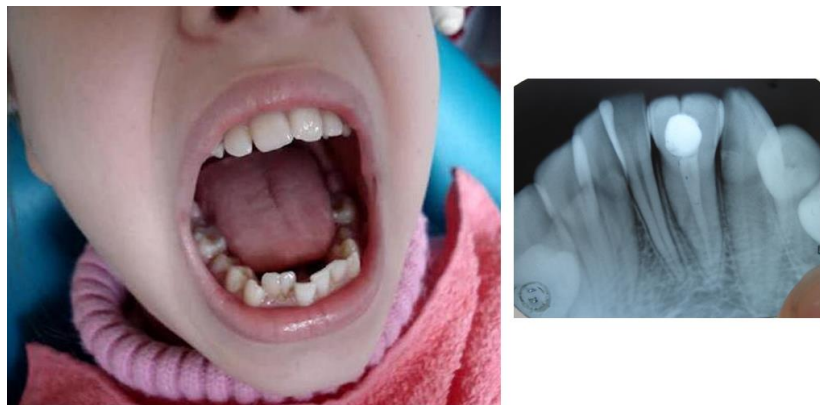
Фотознімки зубних рядів та рентгенограма пацієнтки Д., 11 років (карта обстеження № 2/12).
